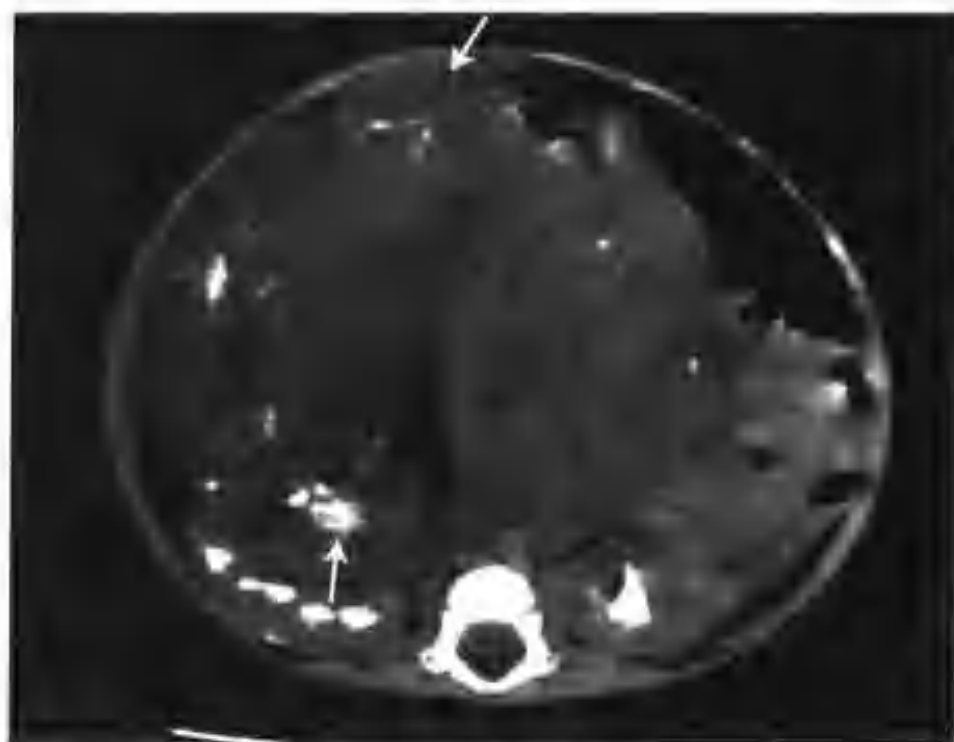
腹膜后畸胎瘤 (CT 检查见腹部有一个巨大混杂密度肿物, 其内可见多处散在斑片状高密度钙化、软组织密度及片块状极低密度区 (箭头))
